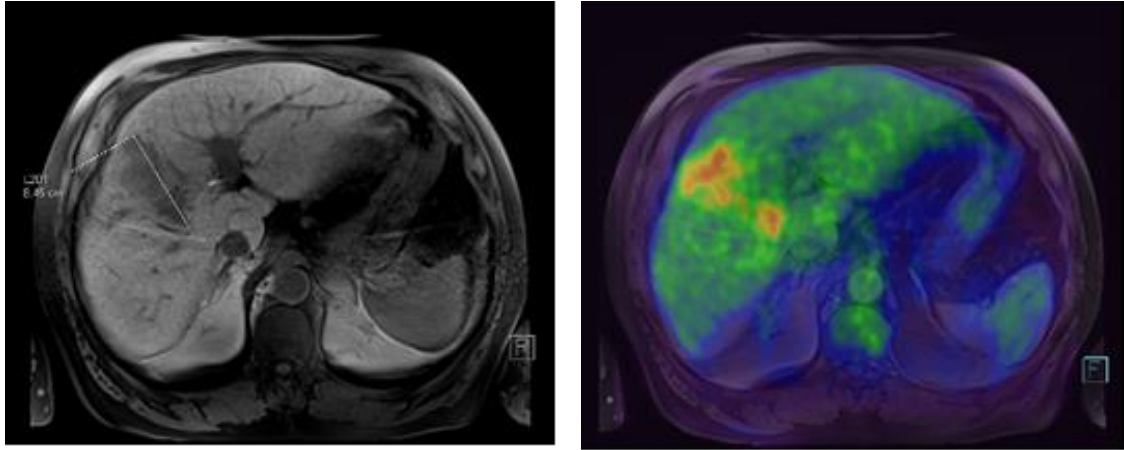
14.4.2016 PET/CT
